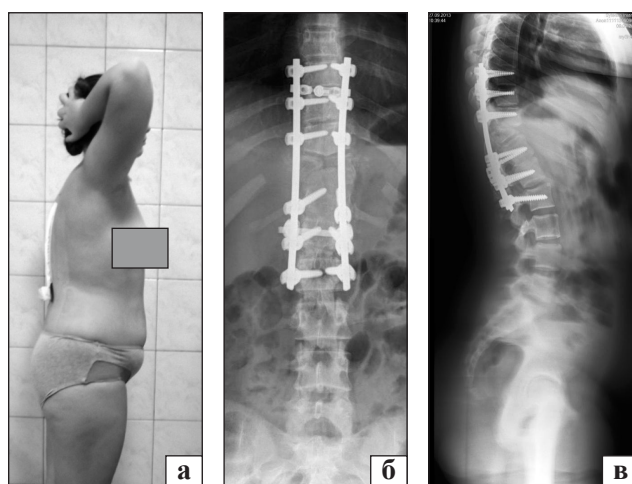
Зовнішній вигляд (а) хворої Т., та рентгенограми в передньо-задній (б) і боковій (в) проекціях після хірургічного лікування
